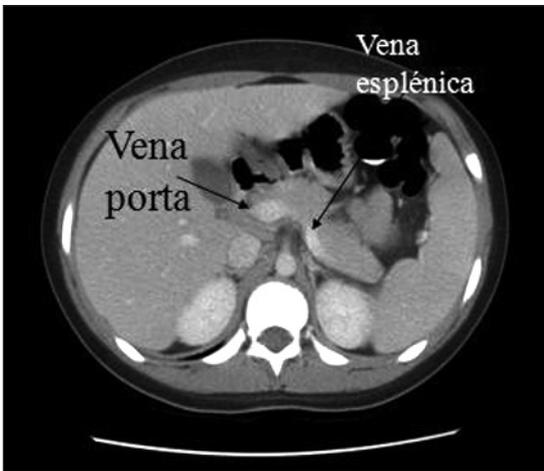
TAC de abdomen y pelvis de la paciente que muestra la unión de la vena porta con la vena esplénica.
